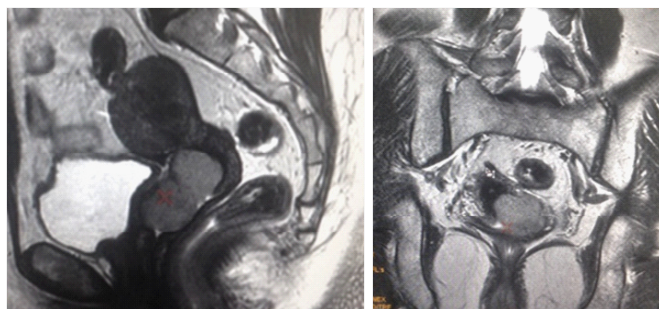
МРТ в Т2ВИ, сагиттальная и фронтальная проекции. Рак шейки матки с распространением до 1/3 влагалища. Опухоль шейки матки визуализируется как образование со средней интенсивностью сигнала и хорошо визуализируется на фоне гипоинтенсивного сигнала стромы и гиперинтенсивного сигнала цервикального канала
